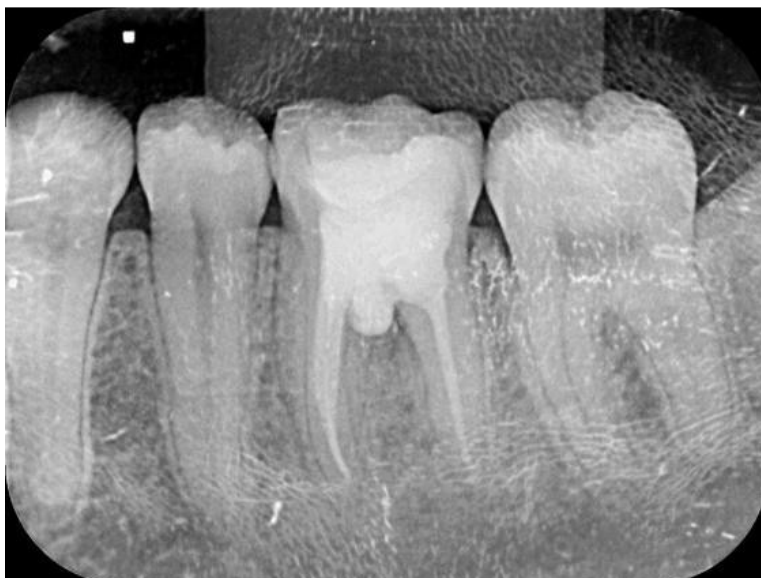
Radiografia final (07/10/2021).
